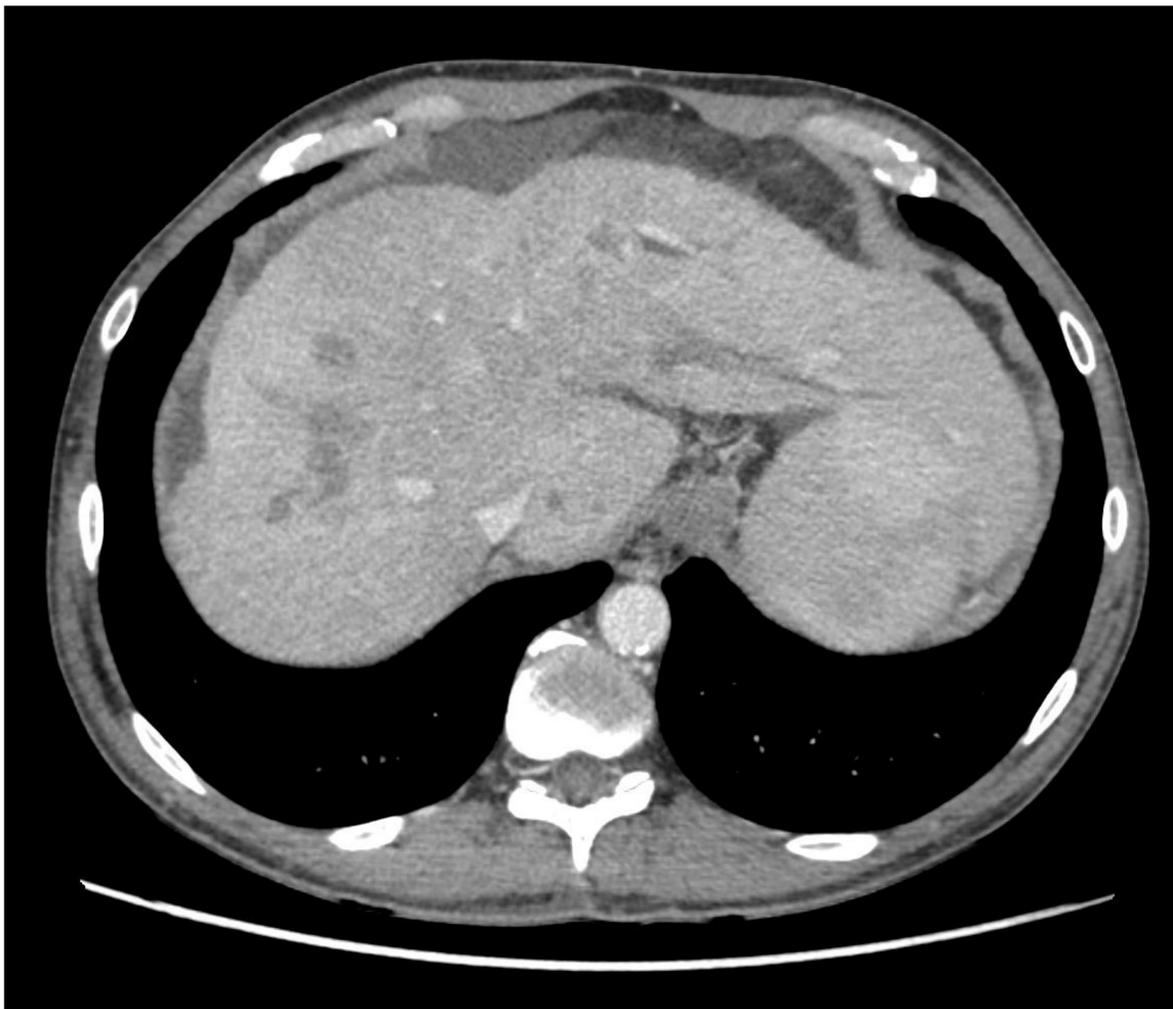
TC en plano axial y coronal que muestra una marcada hipertrofia del LHI, que sobrepasa el hemiabdomen izquierdo, incluso contactando con el ángulo esplénico.
